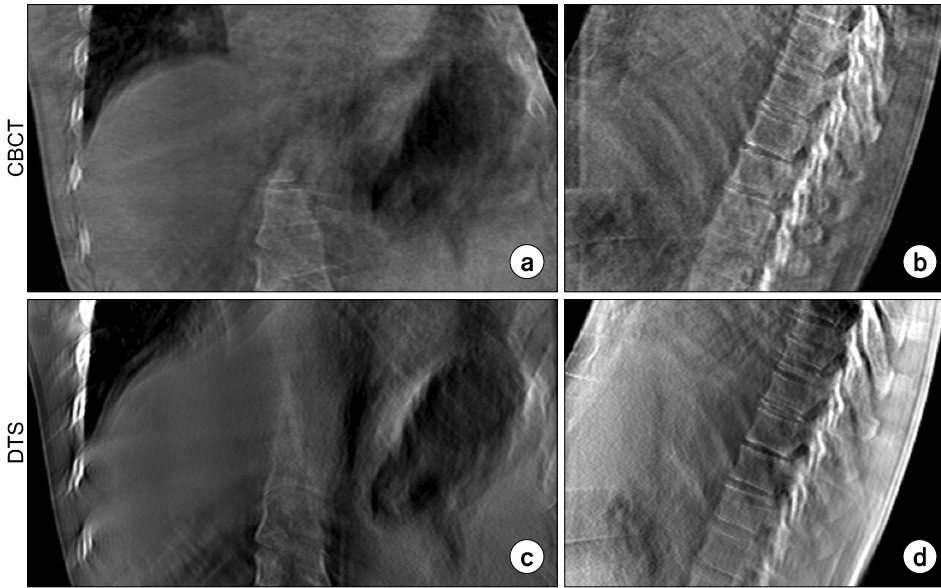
On-board images from a liver subject. (a, b) Coronal or sagittal views of cone-beam CT (CBCT). (c, d) Coronal and sagittal views of digital tomosynthesis (DTS) scan angle using half-fan mode.
